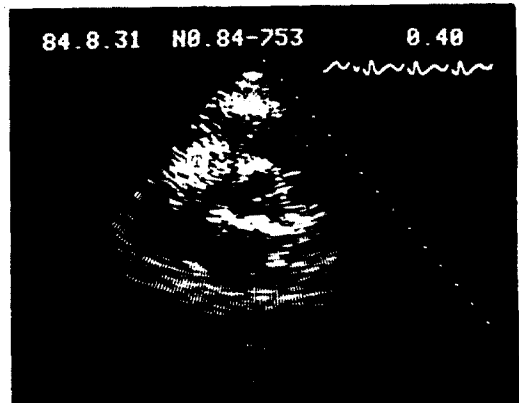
Parasternal short axis view: The tumor mass protruded into RV during systolic phase is noted.
